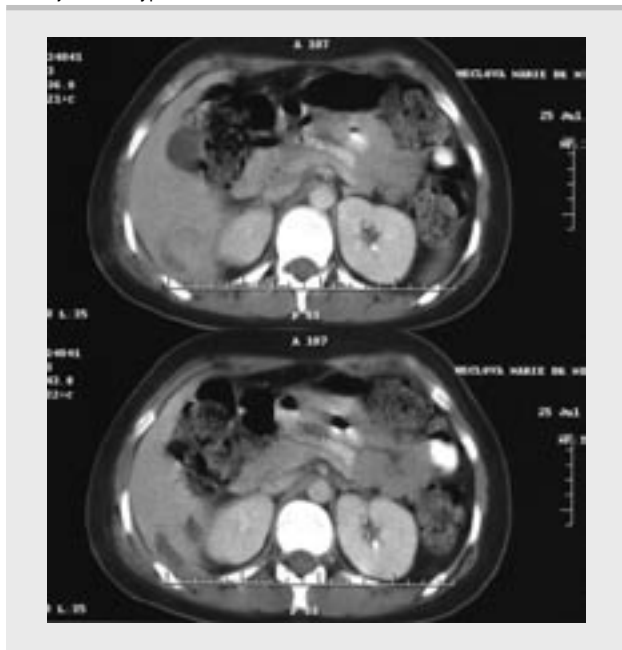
CT vyšetření jater s k.l. iv. V pravém jaterním laloku (6 segment) velké hypodenzní ložisko s nehomogenním obsahem, přítomnost vzduchu ventrálně a širokým septem, které odpovídá abscesu.
